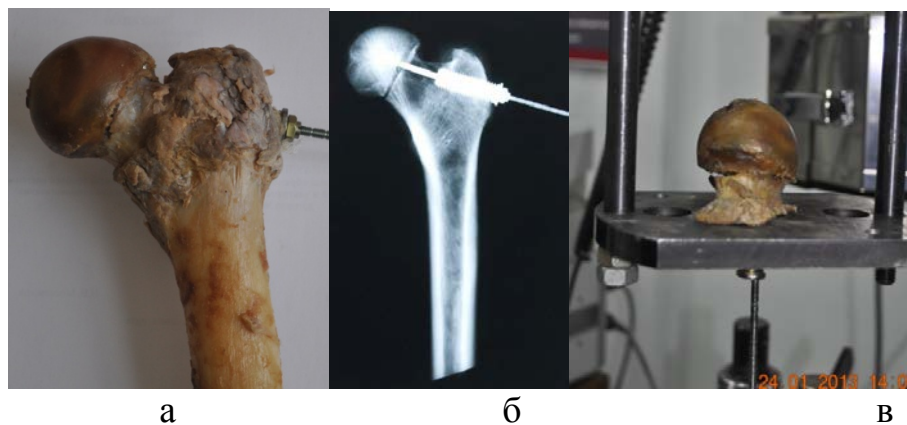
Фотография (а) и рентгенограмма (б) фиксированных отломков, фотография головки и шейки бедра с введенным имплантатом, модель до испытания (в)
